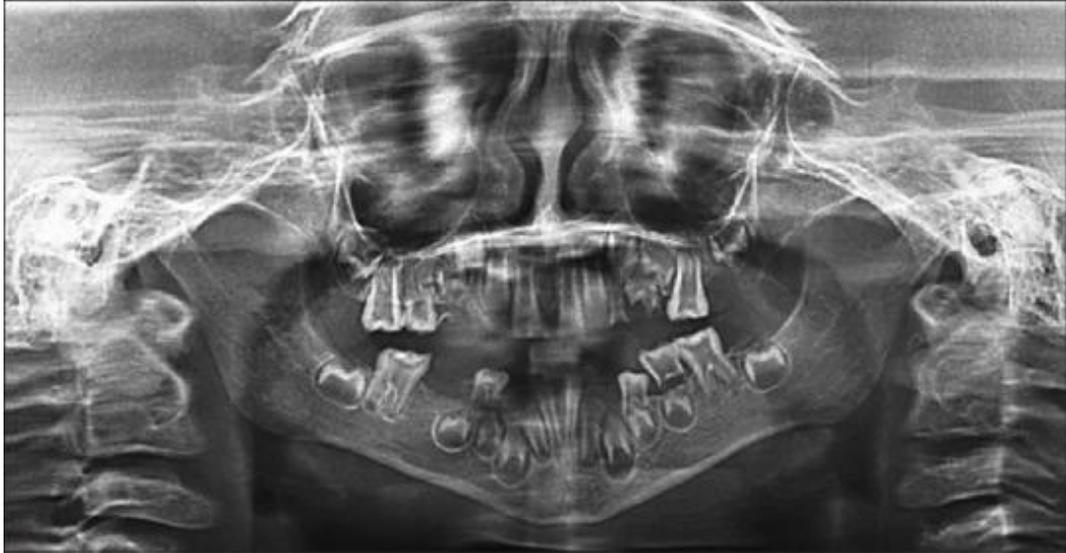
Ortopantomografía de paciente de 7 años con DI II, donde se observan cámaras pulpare anchas.²²
